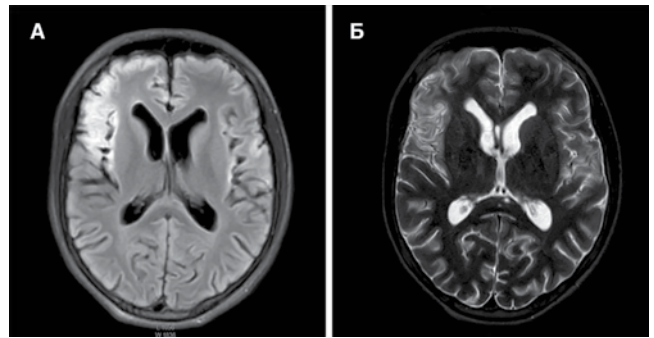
МРТ головного мозга пациента В., 14 лет, от 25.11.2016 г. (режимы: А.-FLAIR ИП, Б.-2 ВІ). В кортикальных отделах лобных, височных, островковых и теменных долей, преимущественно в правой гемисфере, определяются атрофические изменения мозговой ткани, викарная гидроцефалия (атрофические изменения)
